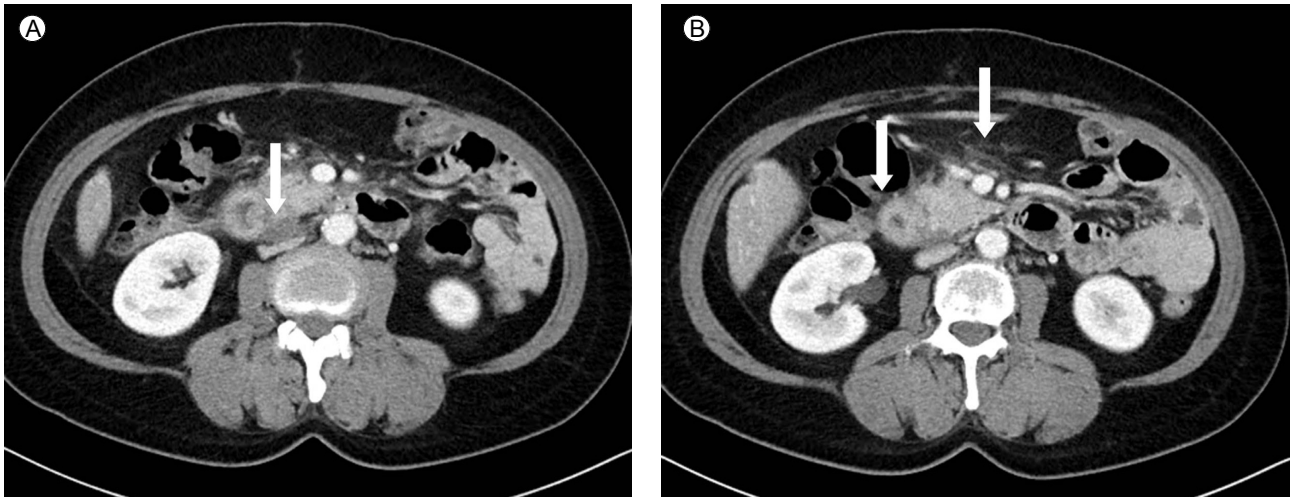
(A) An abdominopelvic CT reveals fluid collection on retropancreatic space (arrow). (B) An abdominopelvic CT reveals haziness around pancreatic head and wall thickening of duodenal second portion (arrows).
